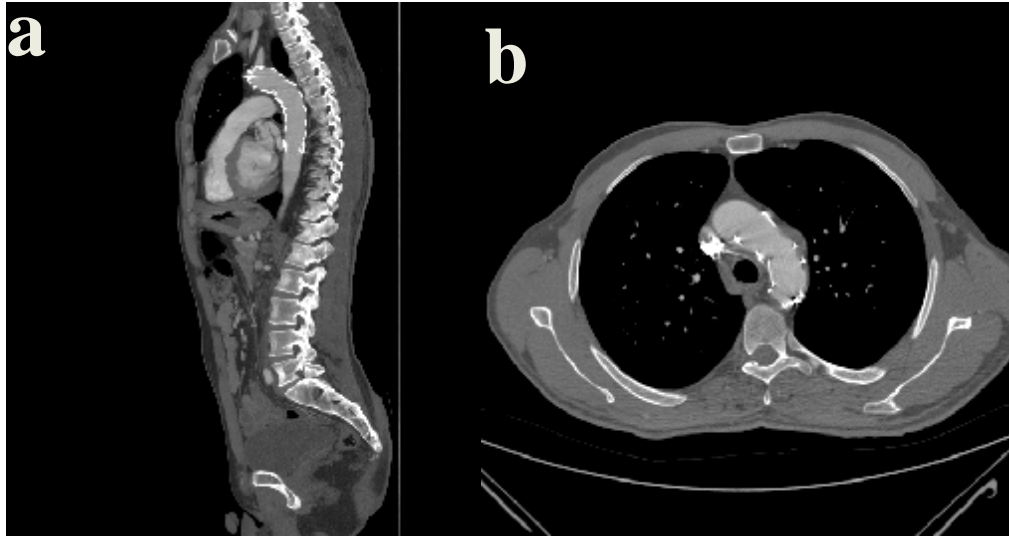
Behçet Hastalığı tanısı bulunan hastanın kontrol BT-anjiografisinde (a) aksiyel imajda ve (b) koronal reformat görüntüde, sol subklavyen arter bitiminde, inen aortta psödoanevrizma izlenmektedir.
